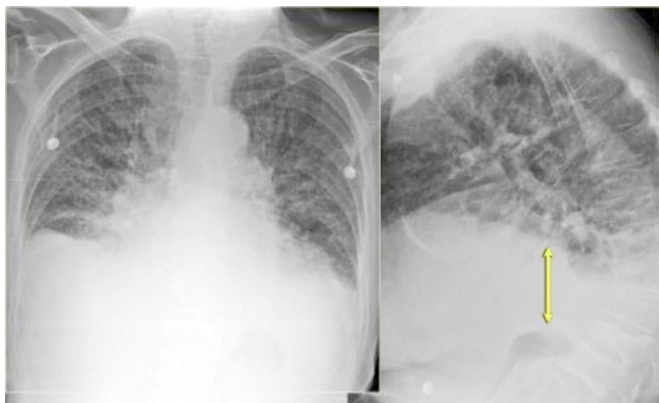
Рентгенограмма в прямой и боковой проекциях. Двусторонний гидроторакс при хронической сердечной недостаточности, кардиомегалия
